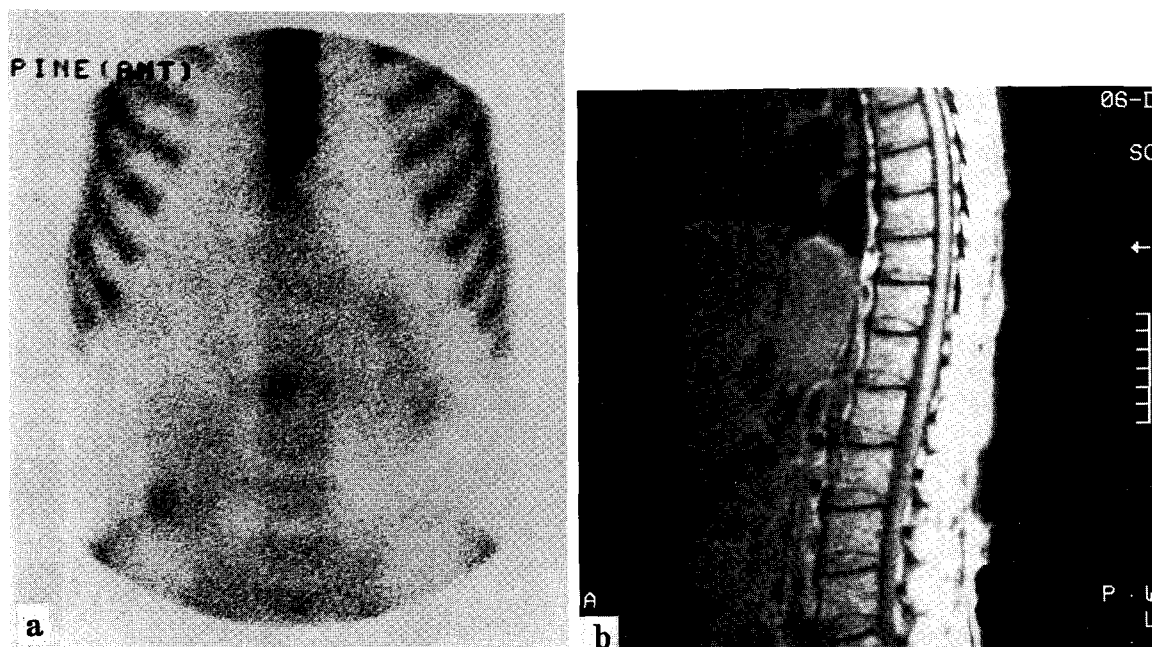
Discordant findings in bone scan and MR imaging(lung ca. 70/M, interval 3 days) Bone scan shows focal increased uptake in the UL region. Corresponding T1WI shows no definite abnormality in the DL spines(b).
